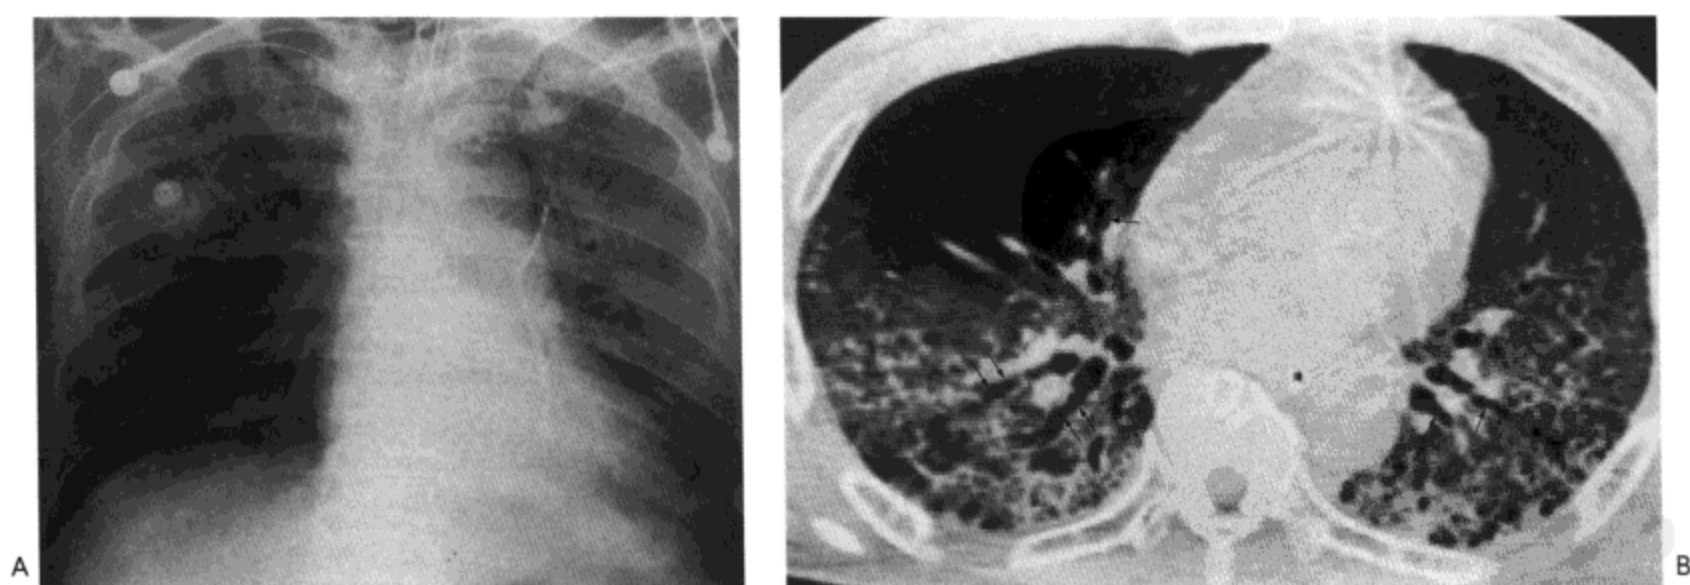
急性呼吸窘迫综合征。A：X 线胸片示双侧磨砂玻璃影与肺实变。B：高分辨率 CT 影像显示磨砂玻璃样密度与牵引性支气管扩张（箭号），主要位于肺重力性低位的部位。病人男，63 岁。
